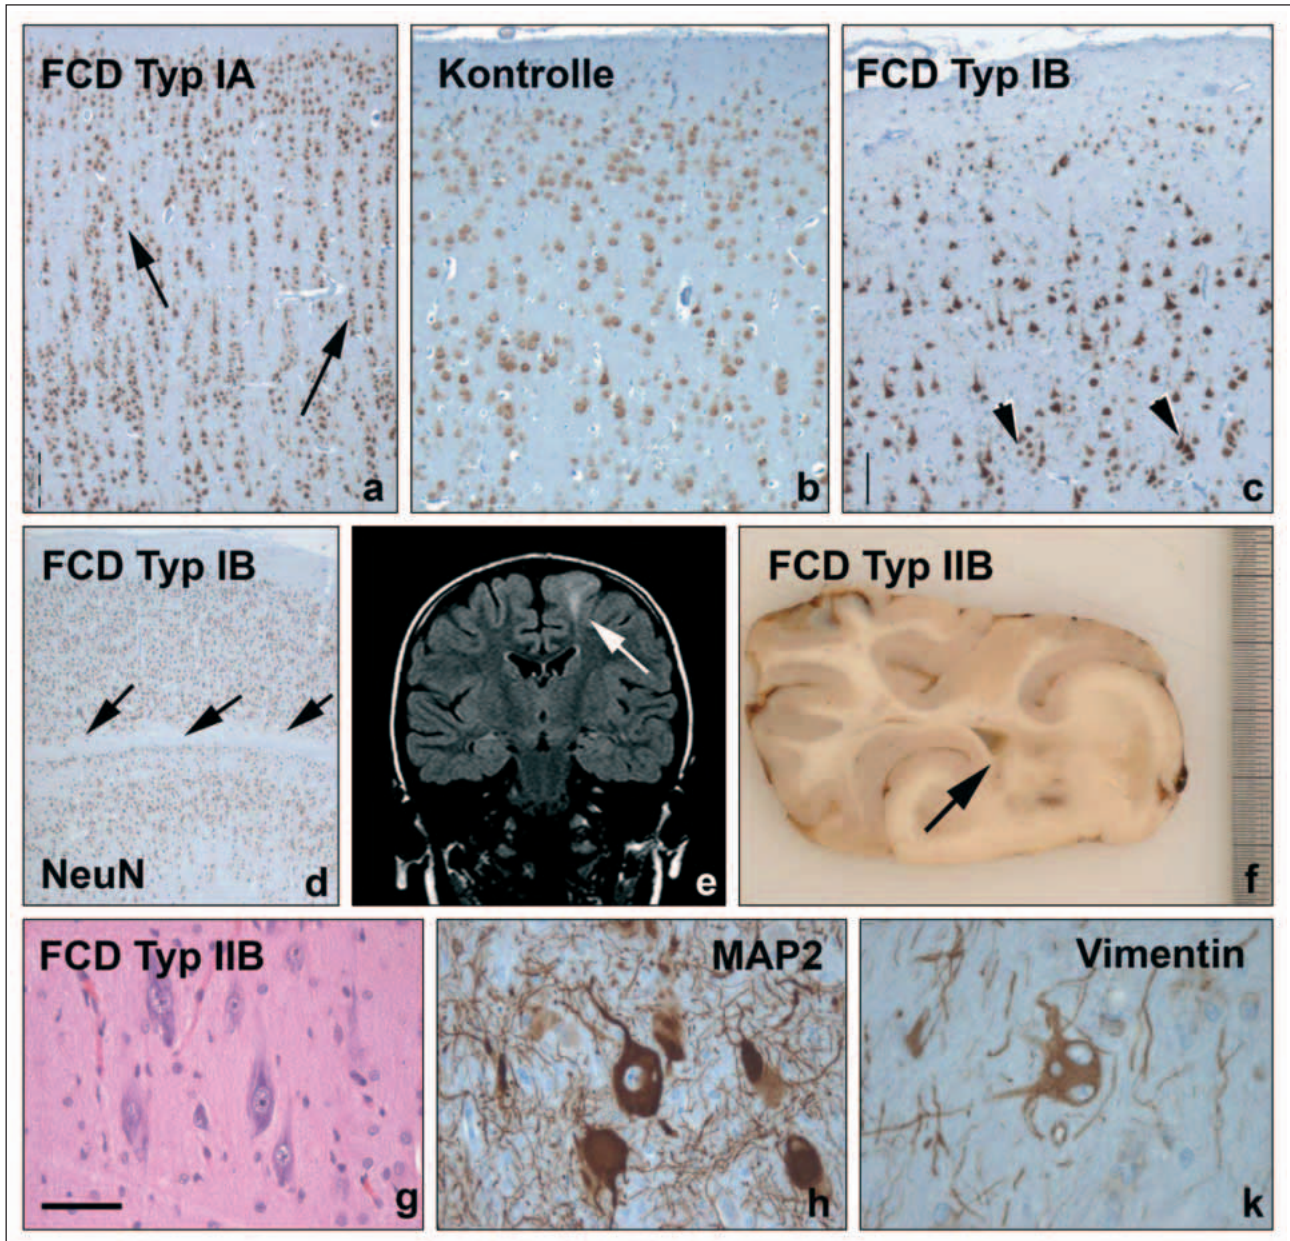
Das neuropathologische Spektrum fokaler kortikaler Dysplasien. Architekturstörungen der kortikalen Schichtung stehen bei einer FCD Typ IA im Vordergrund. (a) Mikrokolumnäre Organisation (radiäre Schichtungsstörung, Pfeile) und fehlende Abgrenzung zwischen Schicht 3 und 4 bei einem Kleinkind mit multilobären Anfällen und schwerer psychomotorischer Retardierung. Messbalken = 200 µm. (b) Normalbefund. NeuN-Immunhistochemie (auch in Abb. 1a, c, d). (c) Horizontale Schichtungsstörung mit fast vollständigem Verlust von Schicht 2 sowie pathologische Nervenzellcluster in Schicht 3 (Pfeilspitzen) sind Merkmale einer FCD Typ IB. Messbalken = 100 µm (gilt auch für Abb. 1c). (d) Auch hier liegt eine horizontale Schichtungsstörung mit praktisch vollständigem Verlust der Schicht 4 vor (Pfeile). (e) Im FLAIR-MRT stellt sich eine FCD Typ IIB mit typischem „Transmantle sign“ (Pfeil) dar: Die Signalhyperintensität zieht von der Ventrikelwand bis in den Kortex hinein. (f) Makroskopisch erkennt man als Korrelat des „Transmantle signs“ bei der FCD Typ IIB eine verminderte Myelinisierung (Pfeil) von der Ventrikelwand bis zum betroffenen Gyrius. (g) In Gruppen gelegene und bizarr vergrößerte dysmorphe Nervenzellen (HE-Färbung). Messbalken = 50 µm (gilt auch für Abb. 1h, k). (h) Dismorphe Nervenzellen in einer immunhistochemischen Darstellung des neuronalen MAP2-Epitops. (k) Die Unterscheidung zwischen FCD Typ IIA und IIB erfolgt durch den Nachweis von Ballonzellen, welche in einer Immunreaktion gegen Vimentin deutlich erkennbar sind (Lokalisation im Marklager).
